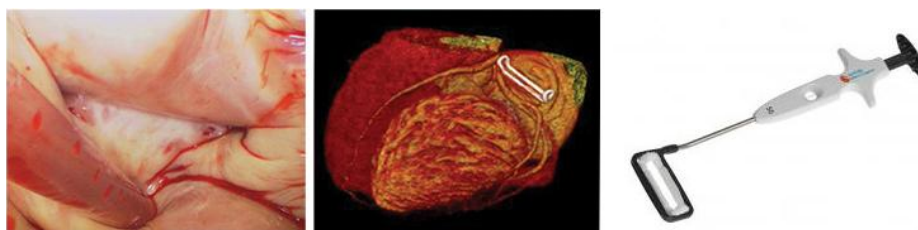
Exclusión de orejuela izquierda con Atriclip®. Visión endocavitaria, epicárdica en tomografía computarizada y aspecto del dispositivo.
